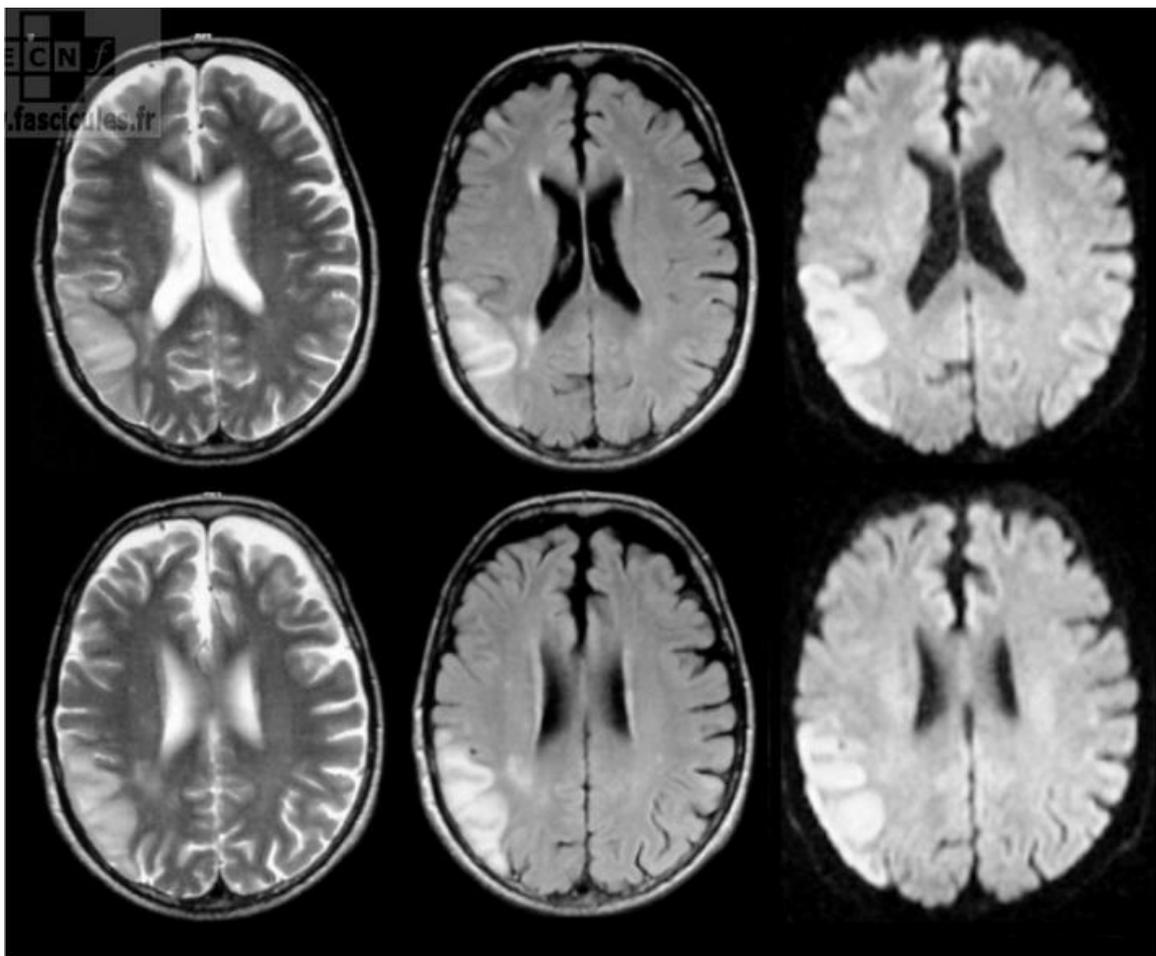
Coupes d'IRM cérébrale (T2, T2 FLAIR et diffusion)
